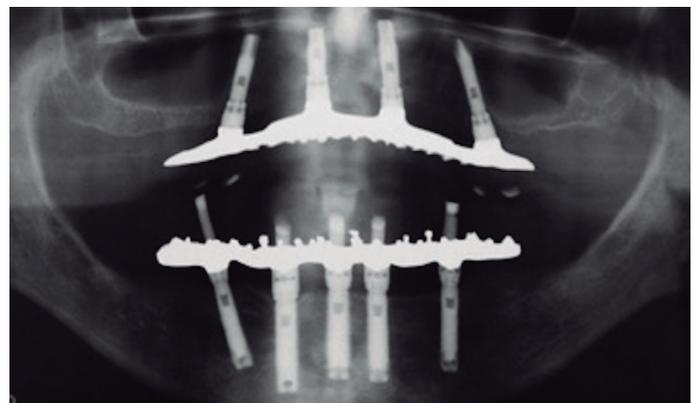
Radiographic appearance after the placement of the prosthesis.
